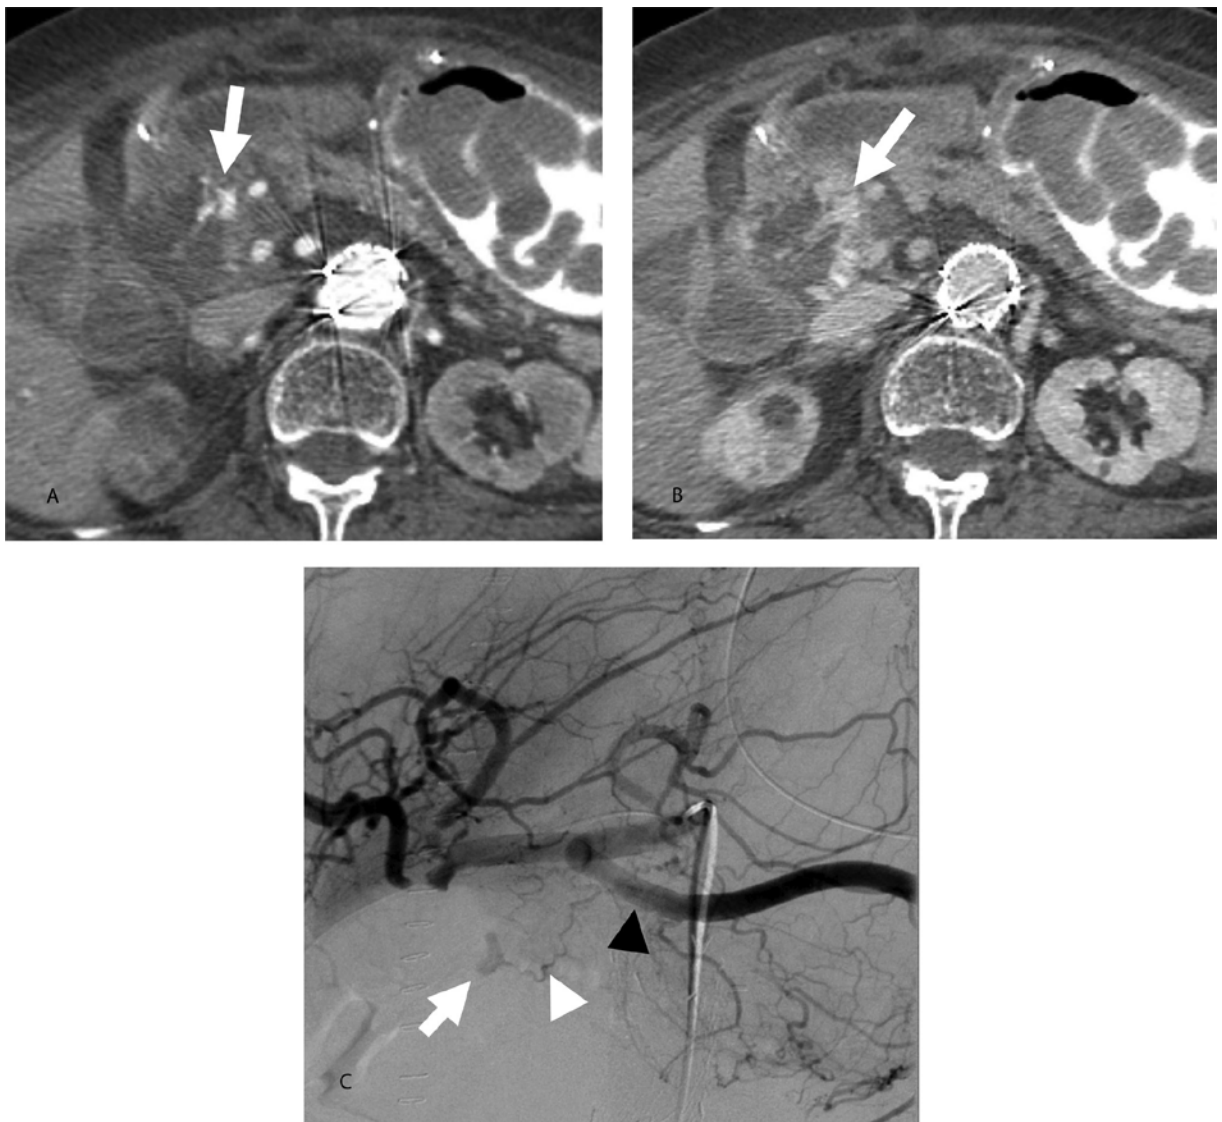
83-летняя женщина после операции Уиппла имеет тахикардию и вздутие живота. Постконтрастное КТ-изображение в артериальной фазе (А)
